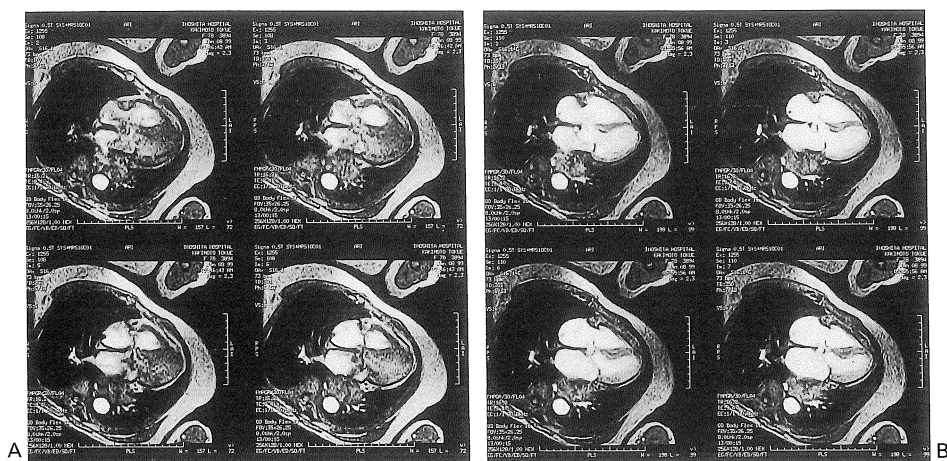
Sequence shows comparison of single breath-hold cine (Fast Card) unenhanced (A) and contrast-enhanced (B) horizontal long-axis four-chamber MR images. In unenhanced images, left ventricular cavity could not be visualized. On the other hand, good cardiac images were obtained with contrast-enhanced method.
